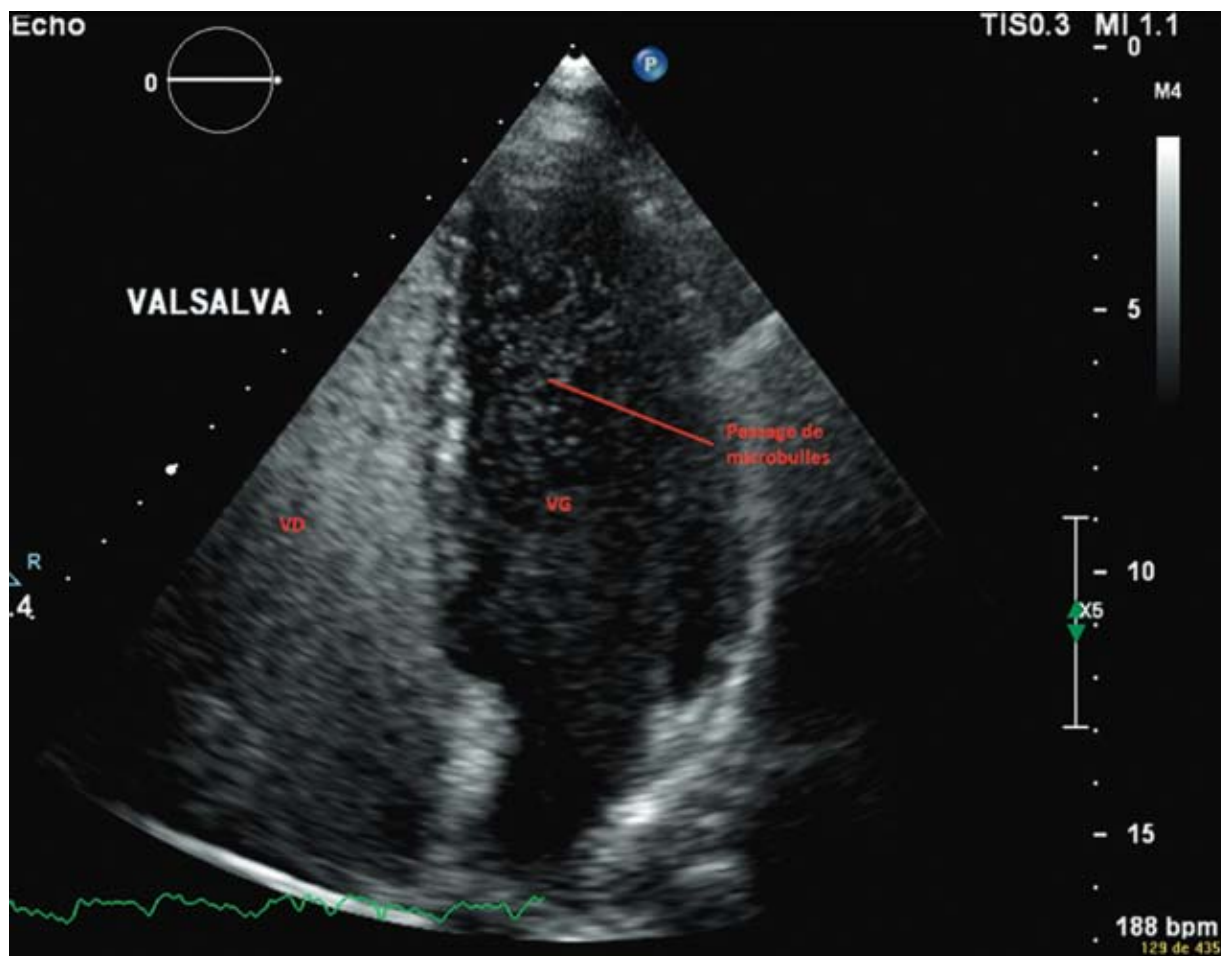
Echocardiographie transthoracique montrant le passage de microbulles entre le VD et le VG
